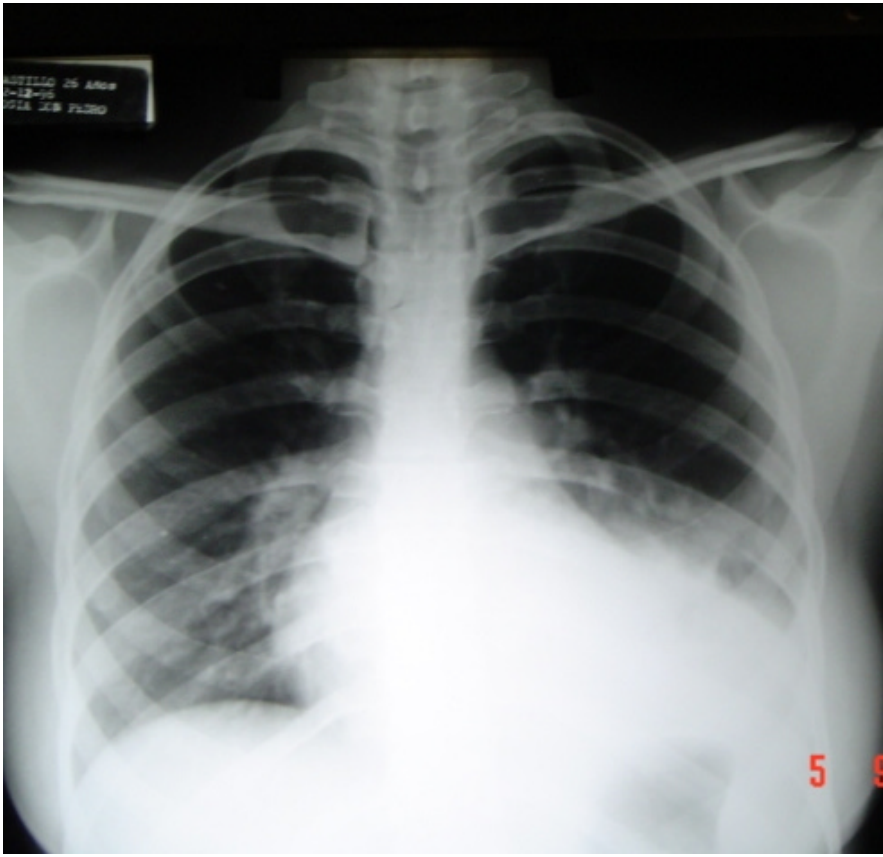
Radiografía PA en dónde se aprecia radioopacidad homogénea que ocupa el campo inferior izquierdo
